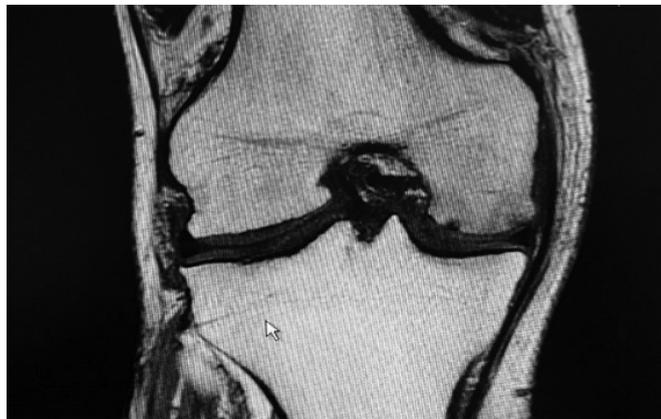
caso 1, RMN pre-operatoria
